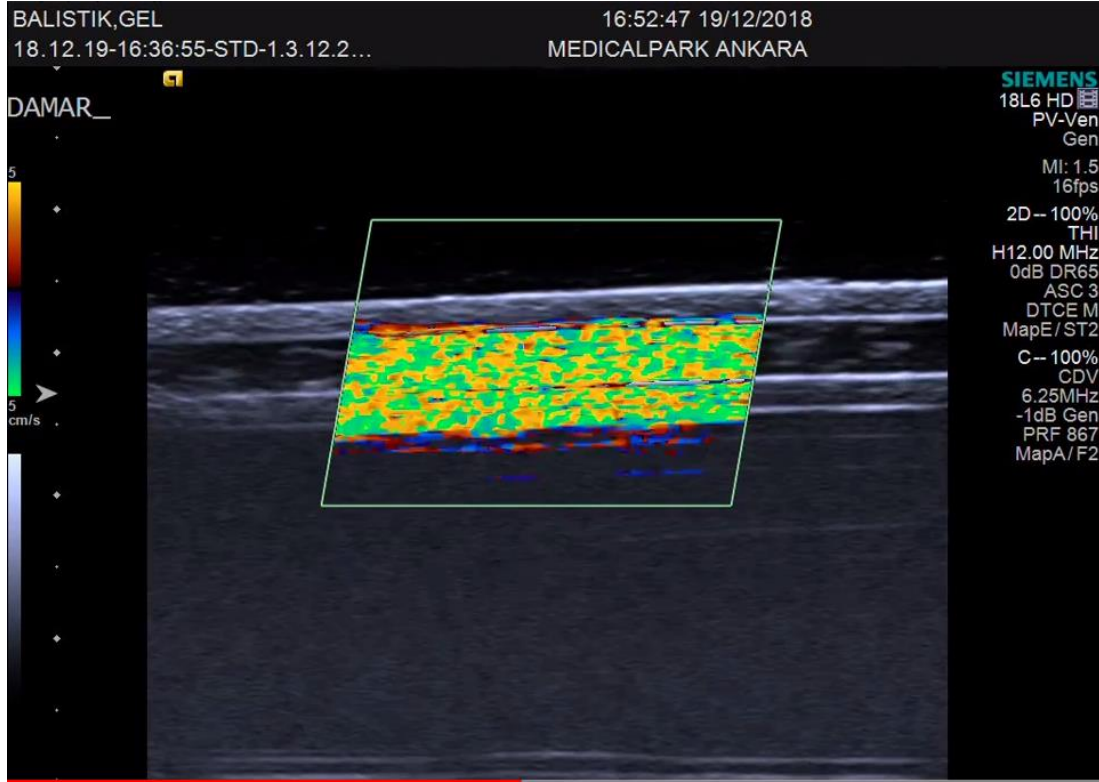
İçerisine iğne batırıldıktan sonra çıkartılmış fantom modelinin ultrason görüntüsü.
